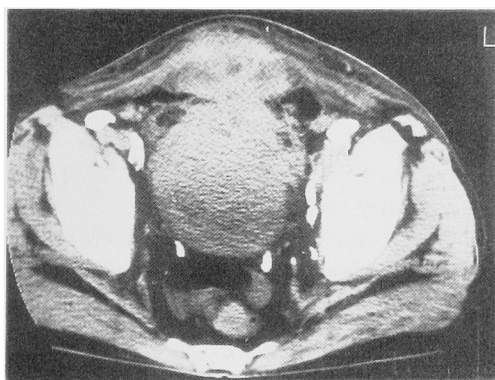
Lower abdominal CT-scan in case 7, showing tumor invading into the abdominal wall
